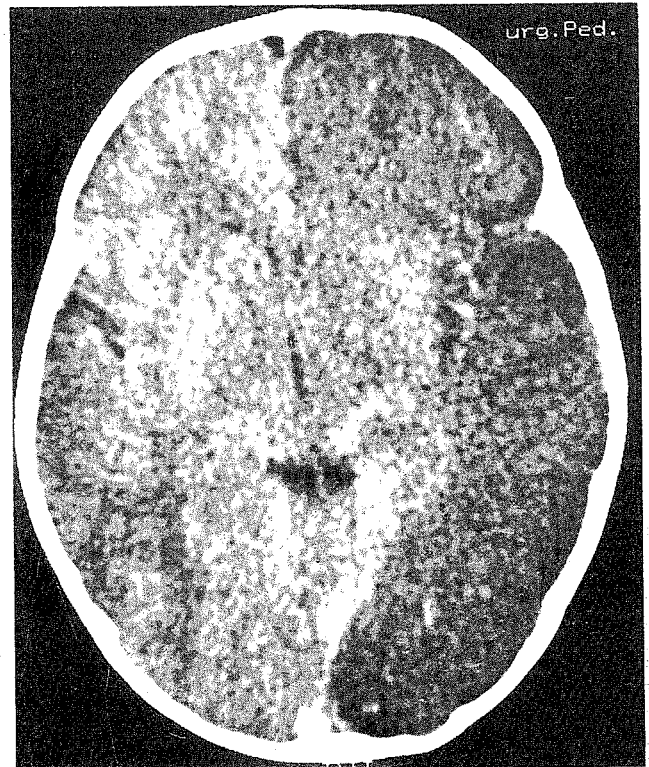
TC cerebral após contraste. Extenso enfarte cortico-subcortical hemisférico esquerdo, nos territórios das artérias cerebral anterior, média e posterior. Os ganglios da base estão poupados.
